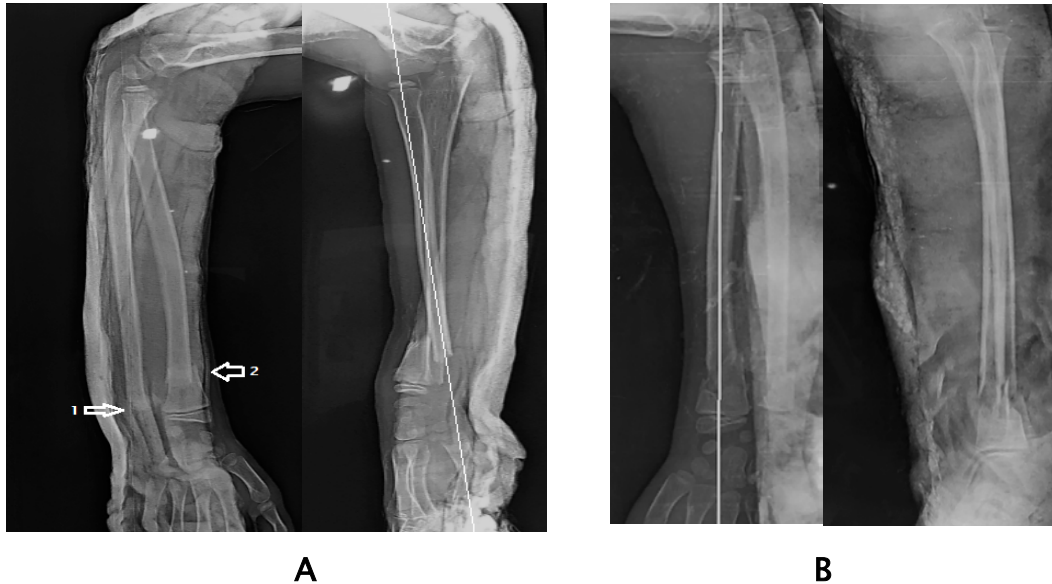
A : Radiographie de l'avant-bras en préopératoire face et profil d'une lésion de Monteggia type IV chez un enfant victime d'AVP admis 1 heure après l'accident montrant une fracture déplacée des deux os de l'avant-bras au niveau du tiers distal (flèches 1, 2) avec luxation antérieure de la tête radiale.
